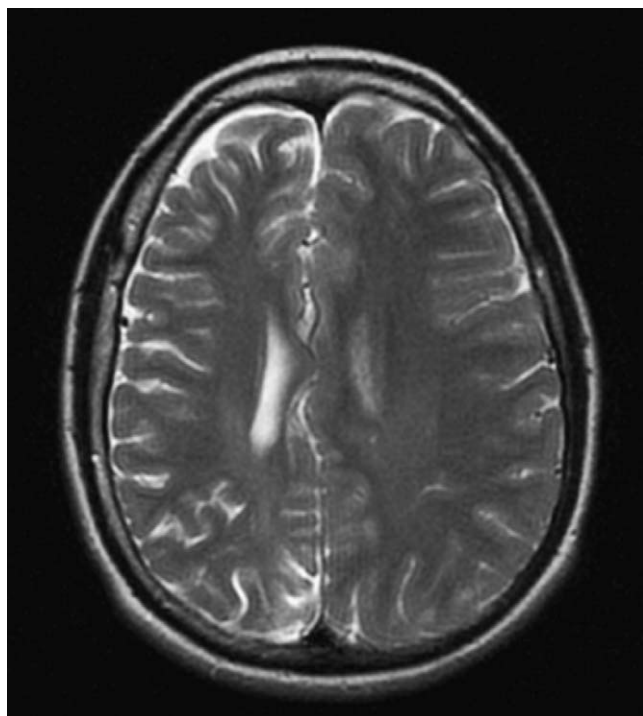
Resonancia magnética cerebral, plano axial, en secuencia T2: se evidencia una atrofia general de todo el hemisferio cerebral derecho con dilatación del ventrículo homolateral en ausencia de lesiones vasculares.
